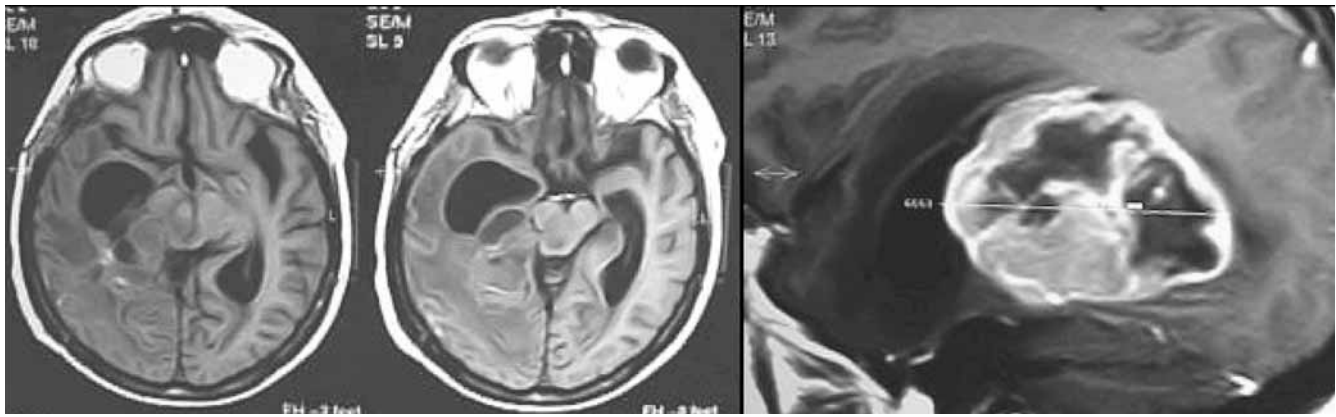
Imágenes de Resonancia Magnética de una lesión intra y paraventricular derecha bien limitada y con edema perilesional.
